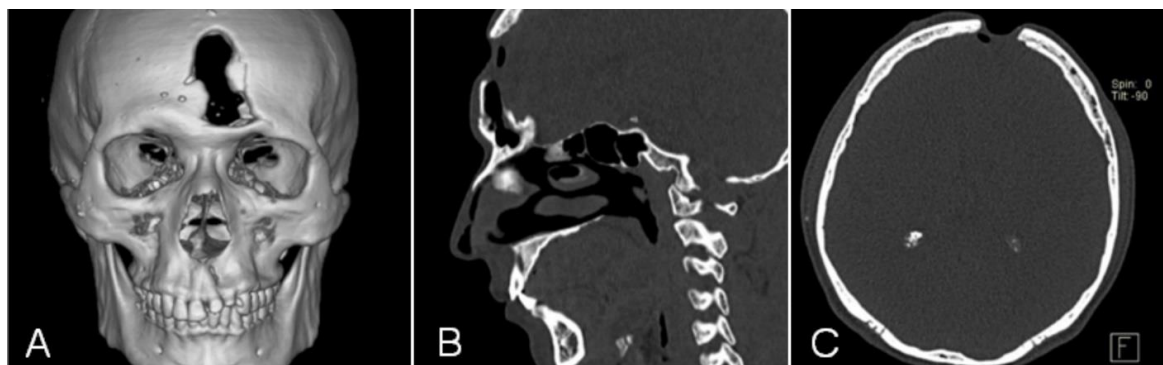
Imagens pré-operatórias de tomografia computadorizada da face, evidenciando o defeito ósseo em região frontal mediana, com perda óssea das corticais externa e interna. A – reconstrução 3D, B – corte sagital e C – corte axial.
